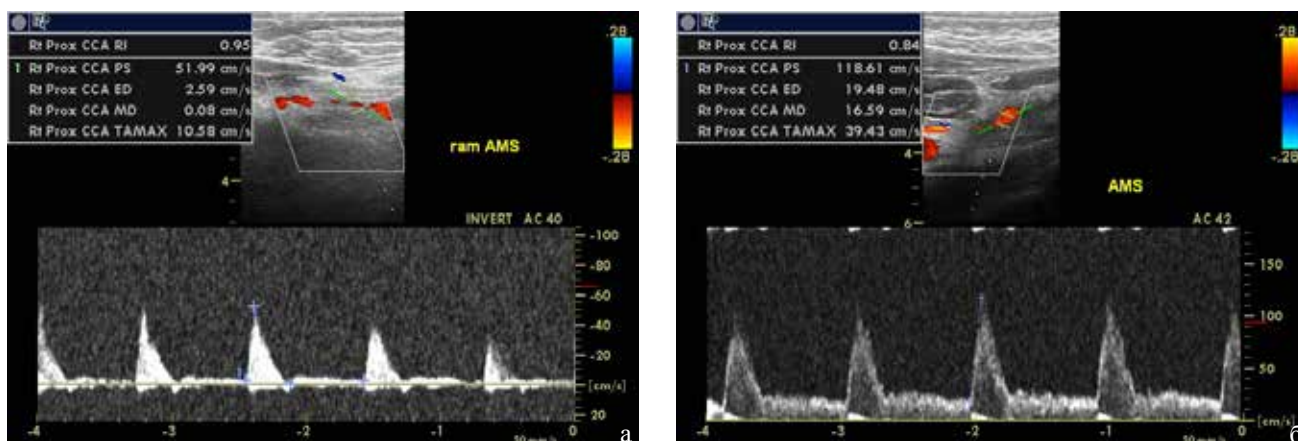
Трансабдоминальное ультразвуковое дуплексное сканирование висцеральных артерий у волонтеров: а - мелкие брыжеечные артерии (2 порядка), б - ВБА. Неизмененный спектр кровотока. / Fig. 1. Transabdominal ultrasound duplex scanning of visceral arteries in volunteers: a - small mesenteric artery (2nd order), b - WBA. Unmodified spectrum of blood flow
